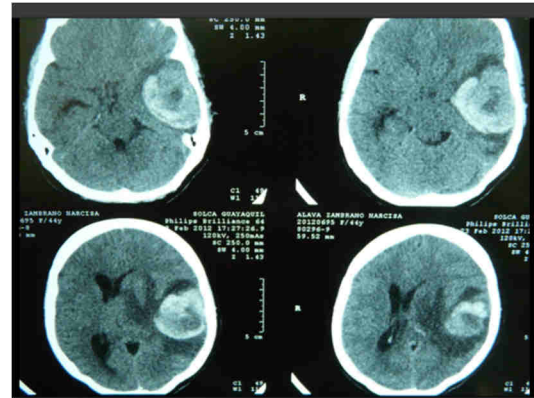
TAC craneal con contraste, evidencia voluminosa lesión localizada en región temporo-parietal izquierda que capta el medio de contraste de forma regular, hacia parte central se observa área no capta el medio contraste que pudiera corresponder a necrosis, obsérvese además importante edema perilesional digitiforme (Ver flecha). Esta lesión ejerce efecto de masa compresión del sistema ventricular y desviación de línea media.
